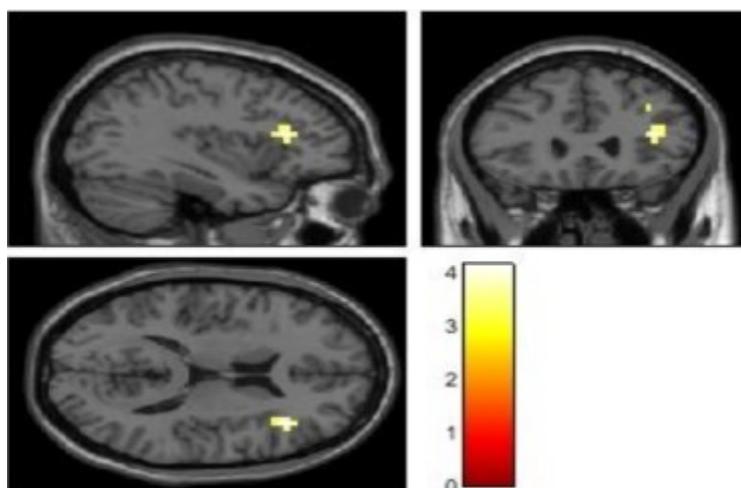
Image illustrant le résultat d'une IRM f post op en émotion négative
